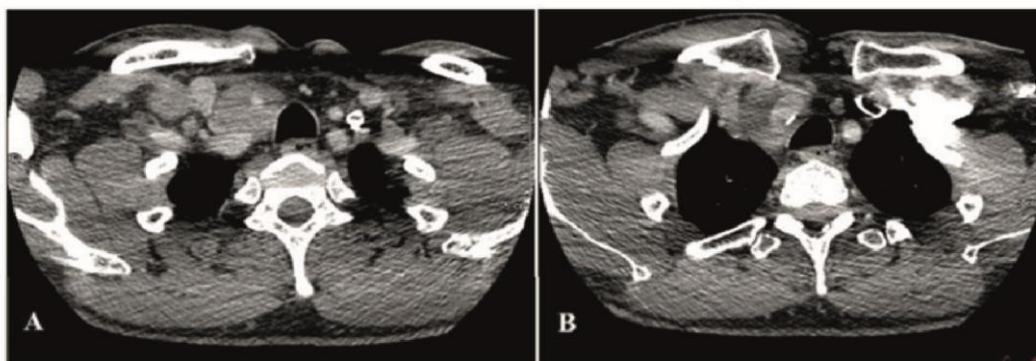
Tomografia Computadorizada de região cervical e tórax com contraste, corte axial, evidenciando envolvimento vascular (A e B) e compressão traqueal à direita (mais evidente em B).
